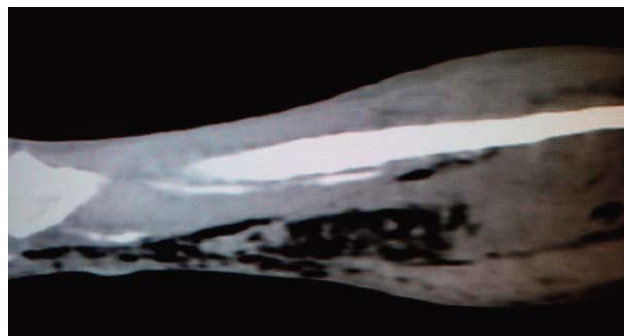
En el TAC se observa gas en los tejidos blandos.
